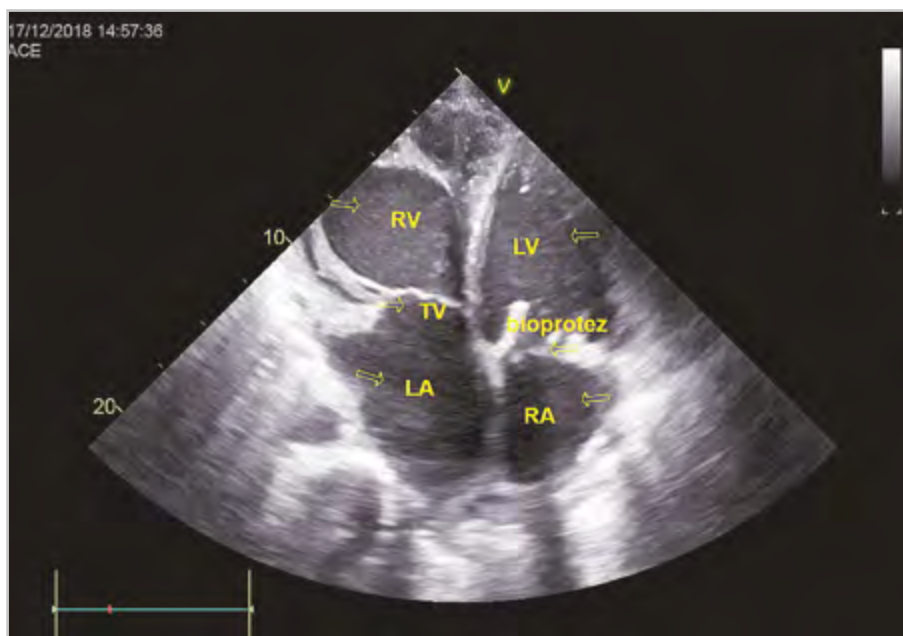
Эхокардиограмма. Апикальная четырехкамерная позиция. Левое предсердие (LA) соединяется с морфологически правым желудочком (RV). В правом желудочке трикуспидальный клапан (TV). Правое предсердие (RA) соединяется с морфологически левым желудочком (LV). В левом желудочке биопротез
